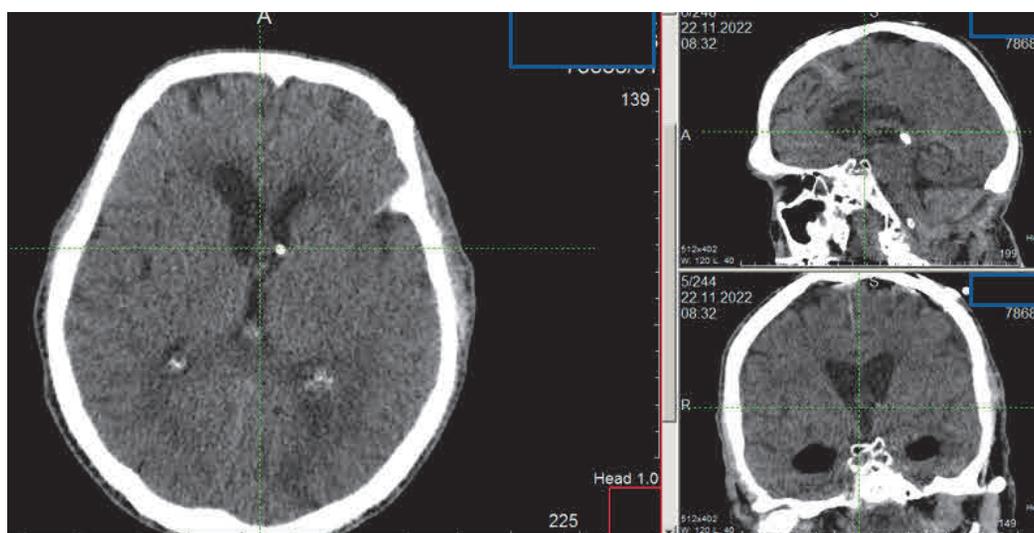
КТ головного мозга пациента Н., нормализация размеров желудочковой системы
